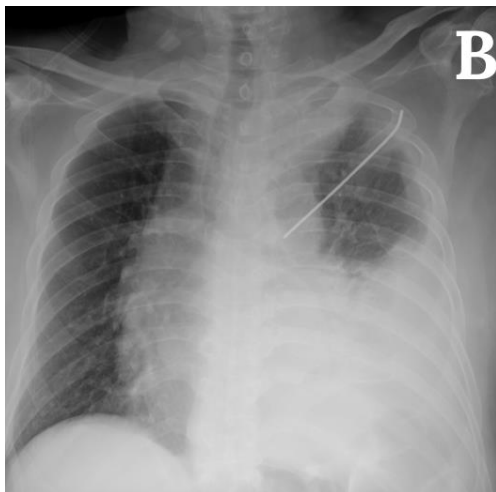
Left-sided pleural effusion with migrated K-wire visualized as a foreign body in the left hemithorax on AP chest radiograph.
